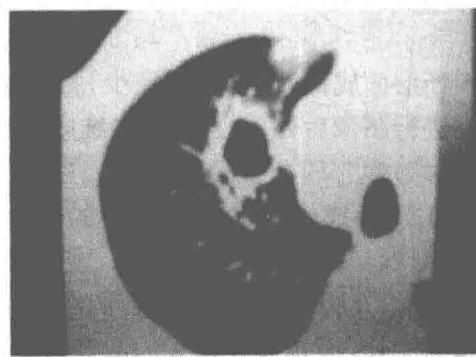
肺癌的直接征象 CT 肺窗观(二)
